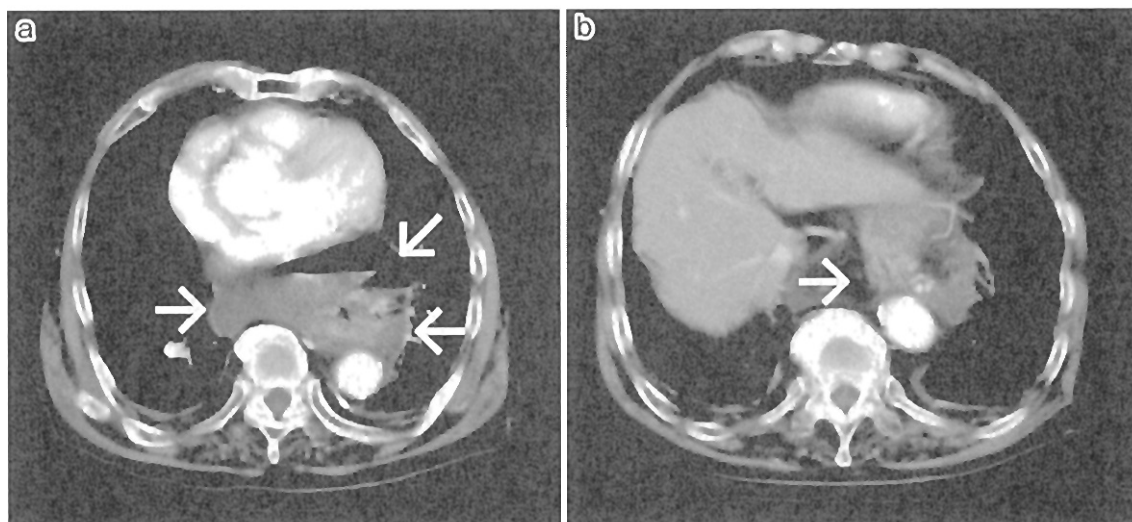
CT of chest and abdomen
